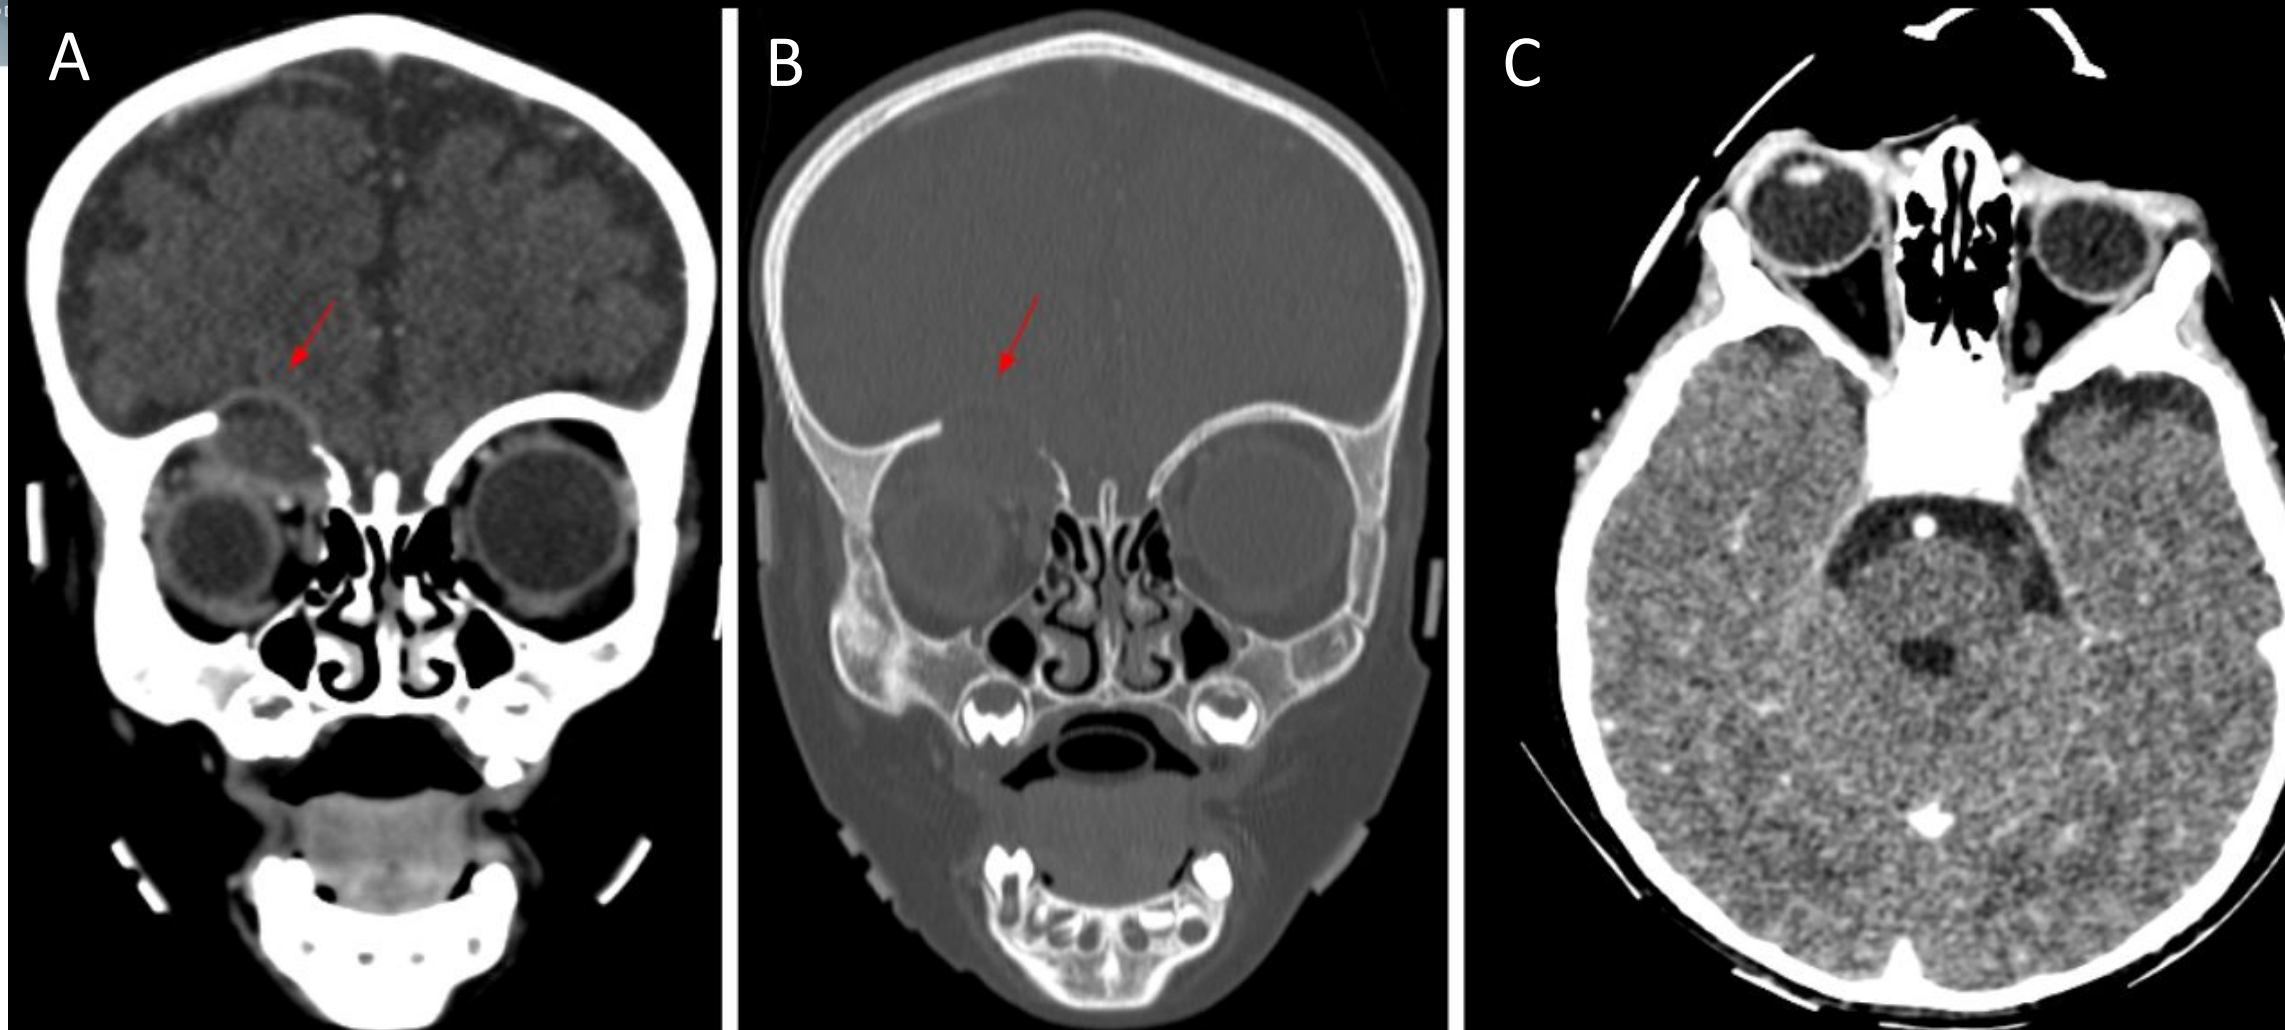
A) y B) TC craneo-facial con contraste iv, que muestra una lesión lítica en el techo de la órbita derecha/fosa craneal anterior (flechas), que ejerce efecto de masa sobre el globo ocular, causando proptosis derecha (visible en C).
